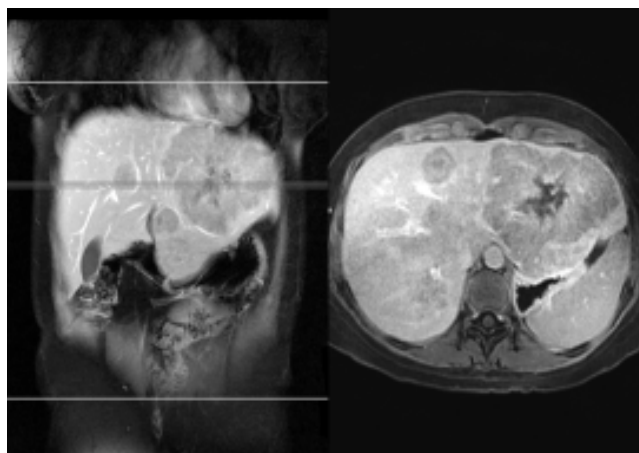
Imagen por resonancia magnética dinámica con gadolinio del paciente 3.
